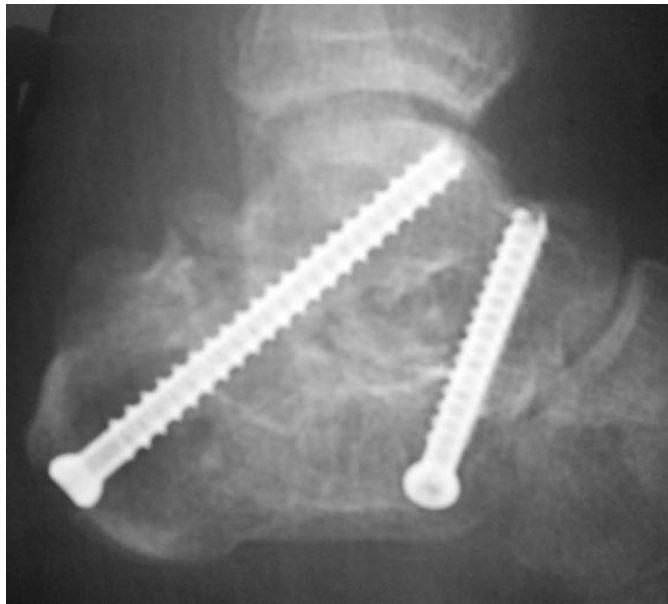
Рентгенограмма стопы после выполнения артродеза подтаранного сустава.
